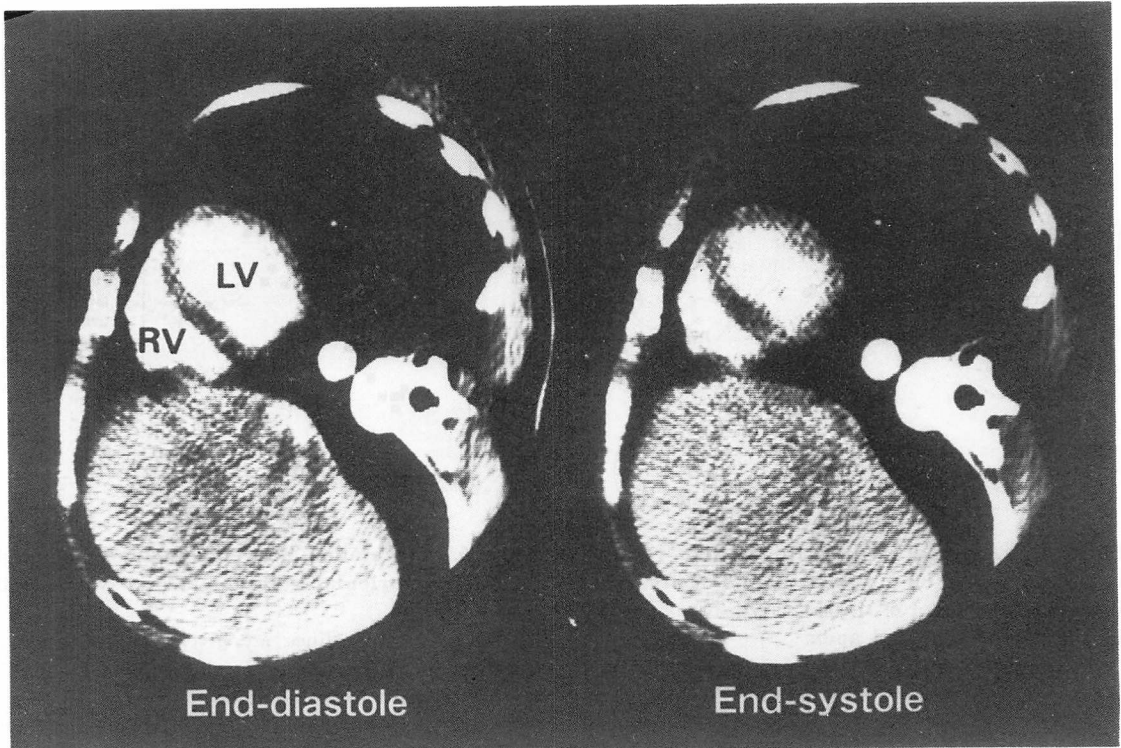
Representative short-axis CT images of a patient with angina pectoris at end-diastole and end-systole.
